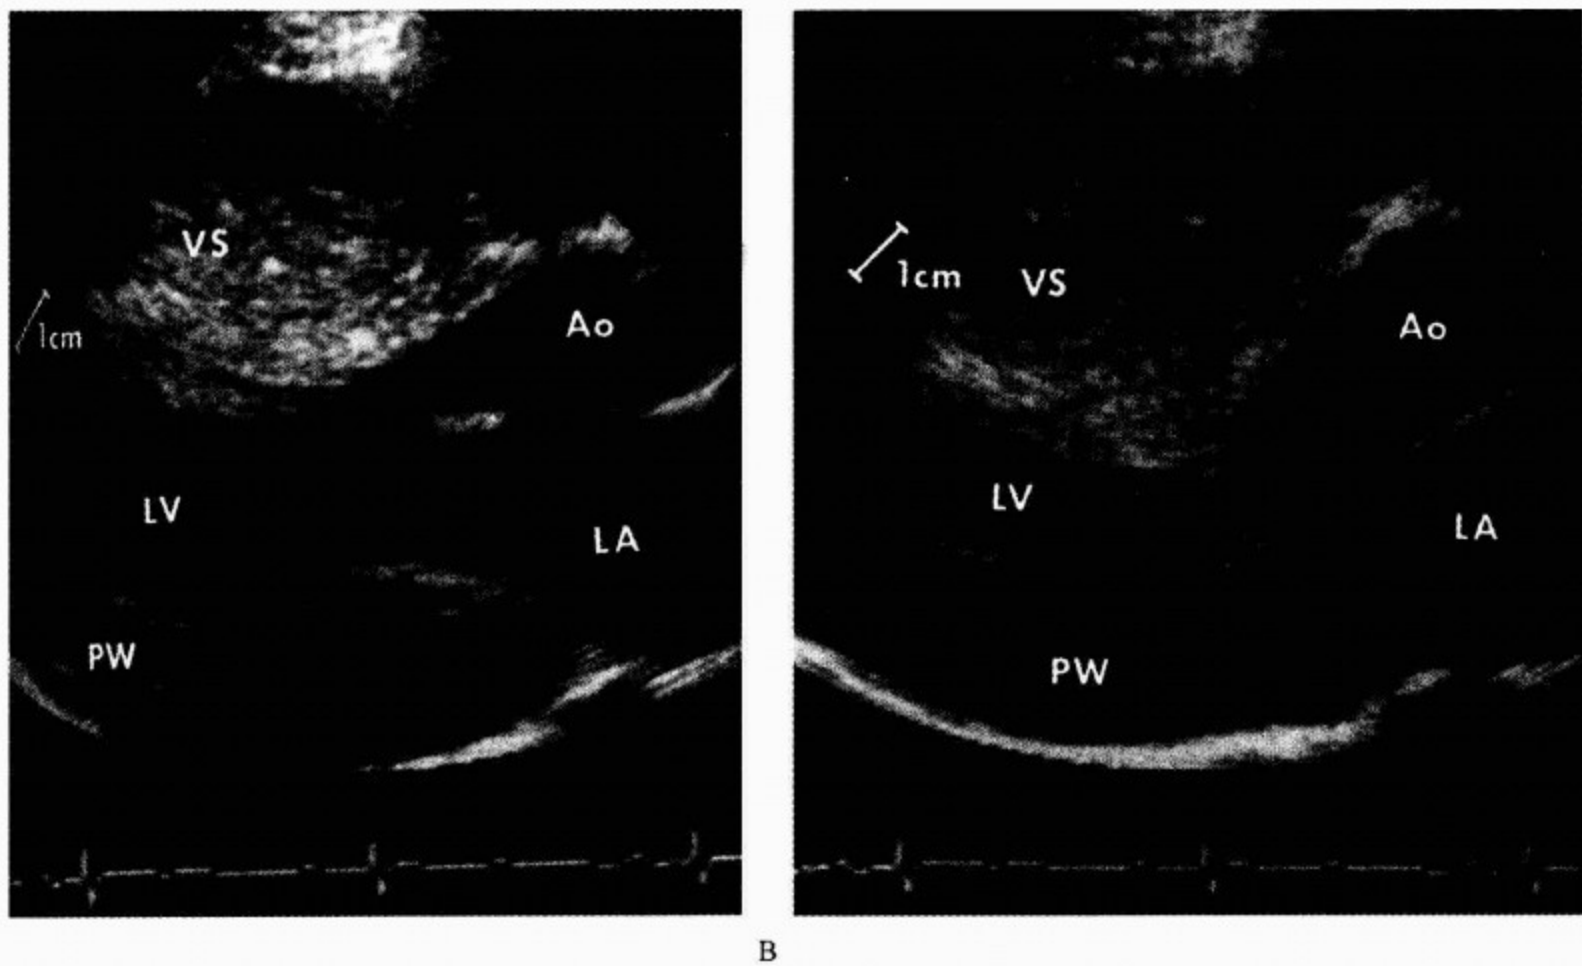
肥厚型心肌病人(二维超声心动图显示室壁肥厚)
